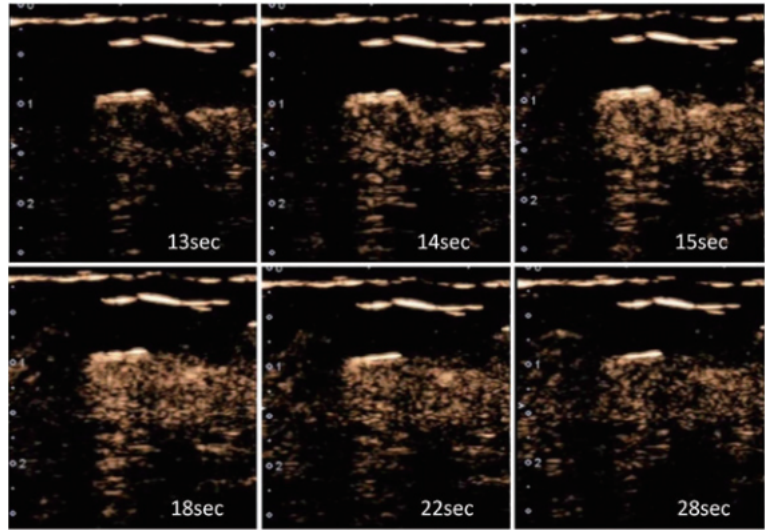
症例3. CEUSの動画(静止画)(左上から順に)造影剤注入後13秒, 14秒, 15秒, 18秒, 22秒, 28秒後. 低エコー域に向かって流入する複数の血流を認め, Bモードとほぼ同じ範囲が周囲乳腺より強く不均一に造影されwash outされた.
